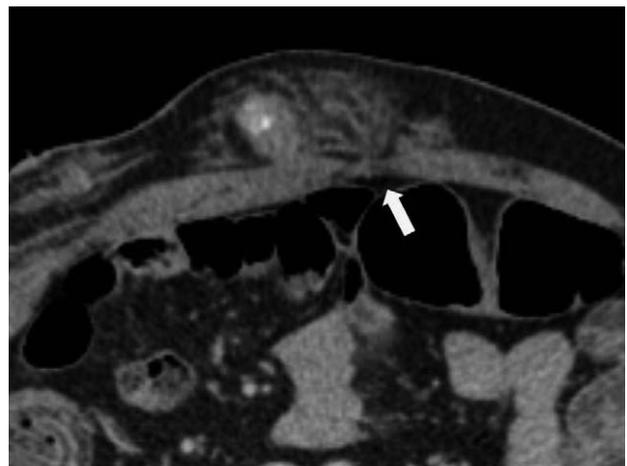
The CT image of negative abdominal surgery case arrow shows the end of trajectory. Hematoma in abdominal wall make the end of trajectory obscure.
